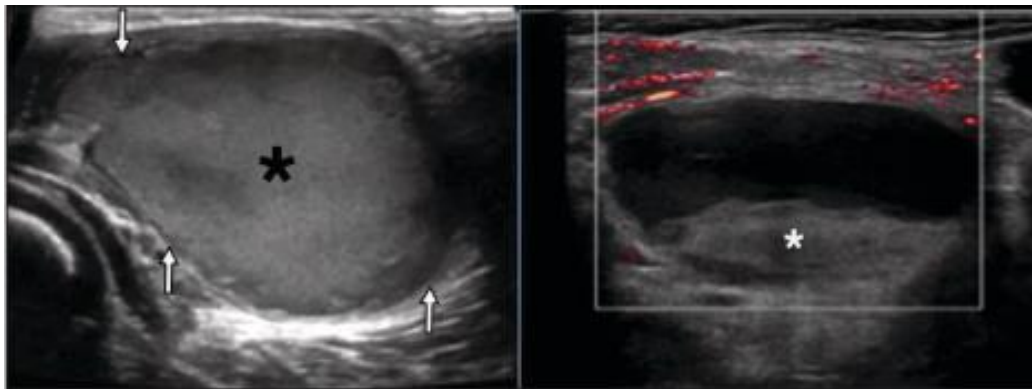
Hình ảnh siêu âm và siêu âm Doppler của một số dạng bệnh lý dị dạng lưu lượng dòng chậm:
